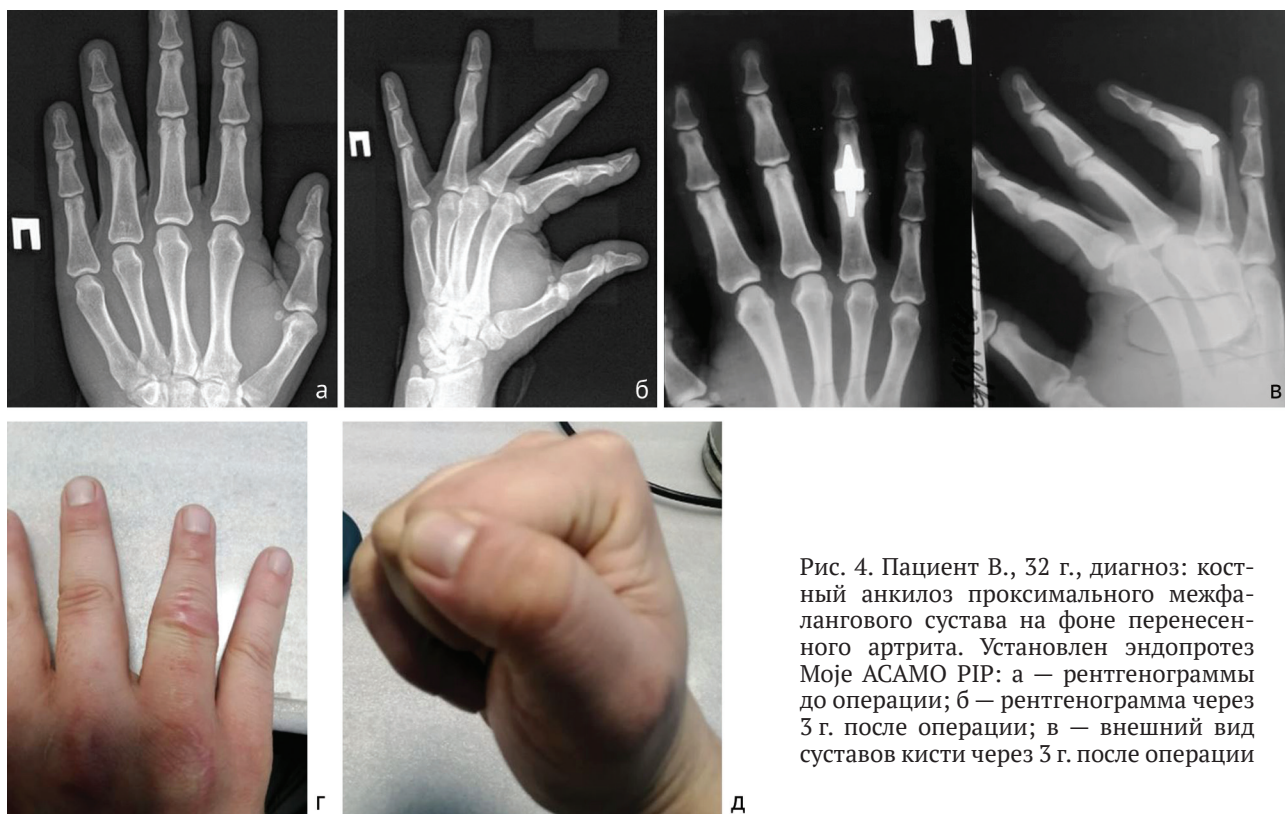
Пациент В., 32 г., диагноз: костный анкилоз проксимального межфалангового сустава на фоне перенесенного артрита. Установлен эндопротез Моје АСАМО PIP: а — рентгенограммы до операции; б — рентгенограмма через 3 г. после операции; в — внешний вид суставов кисти через 3 г. после операции
